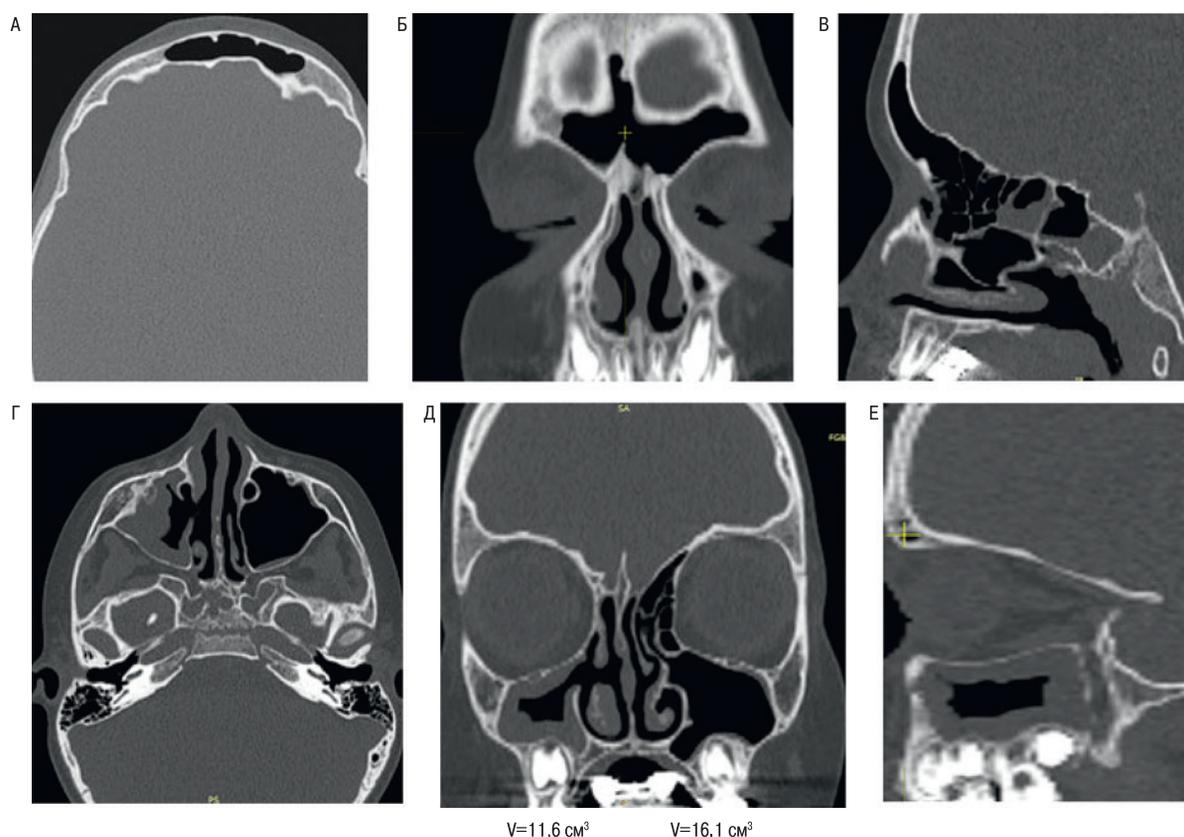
КТ-ОНП через 2 года после операции
